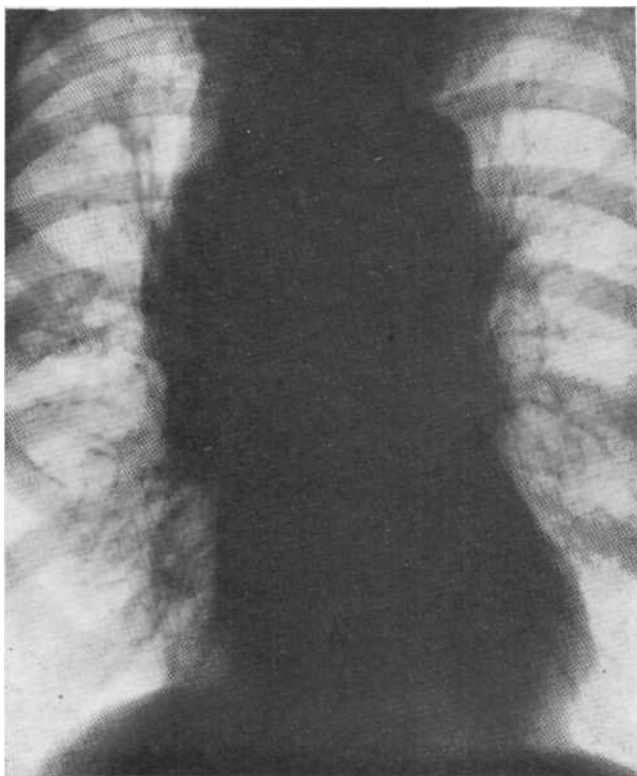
Обзорная рентгенограмма. Так называемая медиастинальная форма рака легкого.
